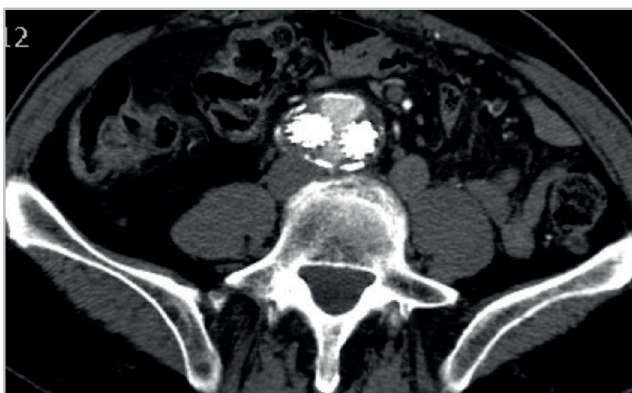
Endofuga Tipo III. Corte axial y coronal de TC. Demuestra material de contraste saliendo a través de la unión de los componentes aórtico e iliaco.
